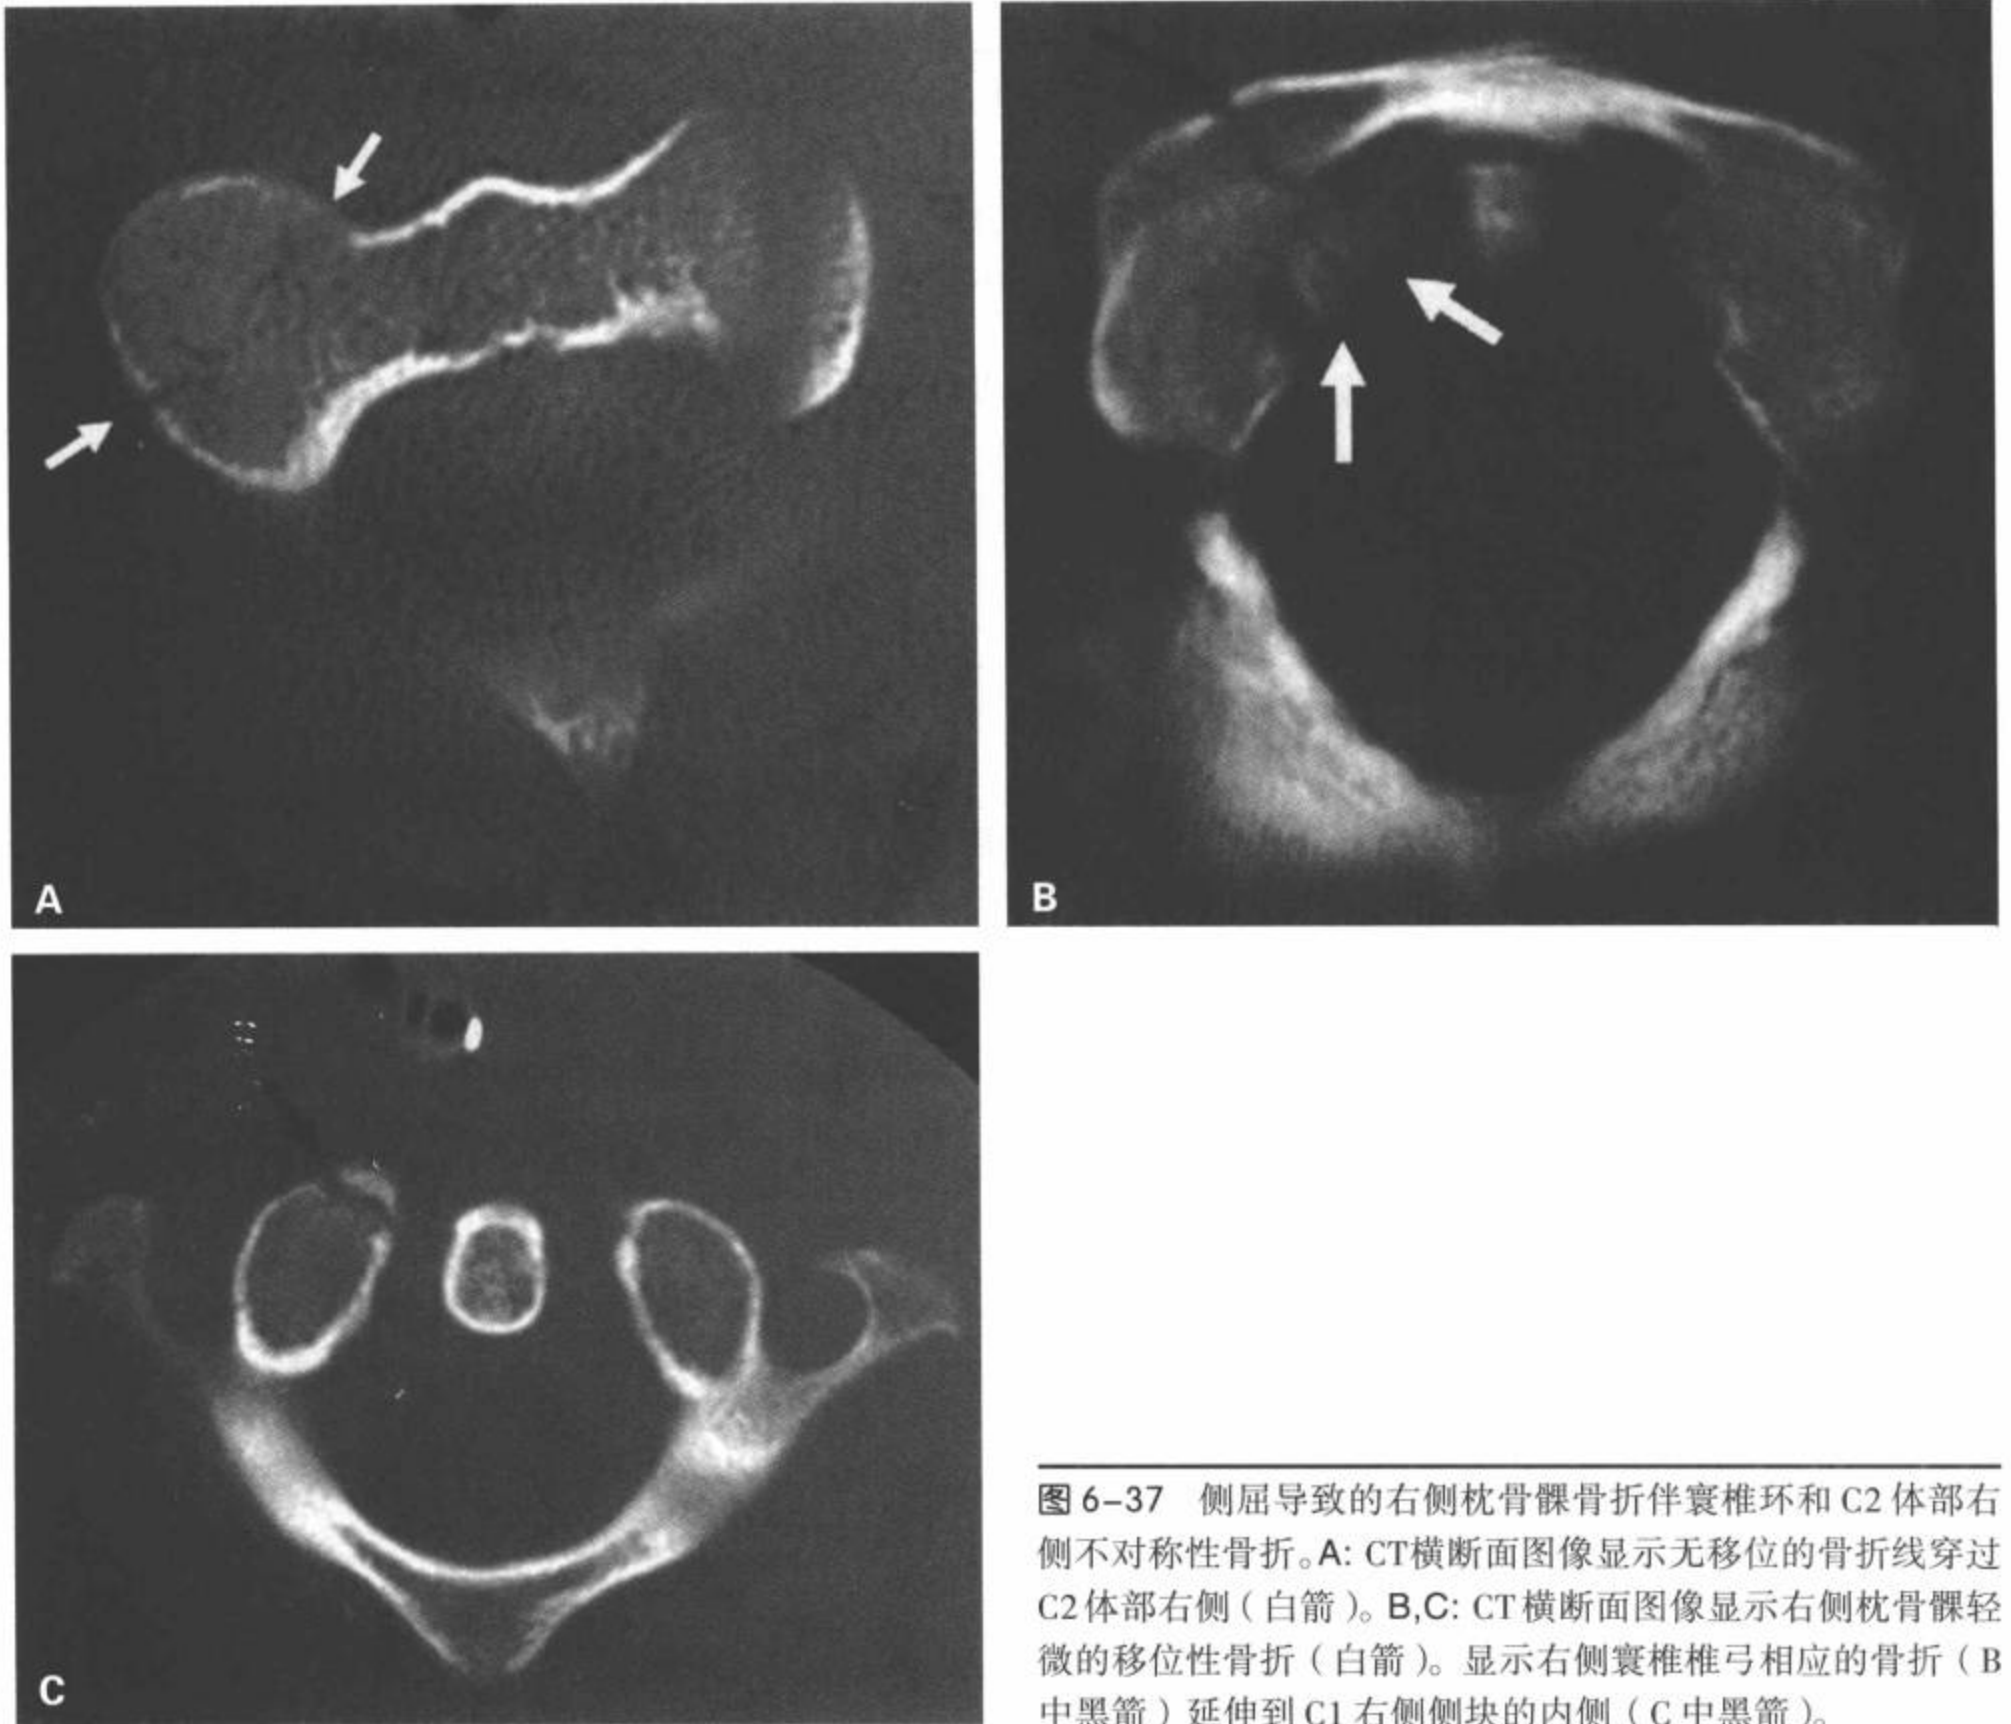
侧屈导致的右侧枕骨髁骨折伴寰椎环和C2体部右侧不对称性骨折。A: CT横断面图像显示无移位的骨折线穿过C2体部右侧(白箭)。B,C: CT横断面图像显示右侧枕骨髁轻微的移位性骨折(白箭)。显示右侧寰椎椎弓相应的骨折(B中黑箭)延伸到C1右侧侧块的内侧(C中黑箭)。
